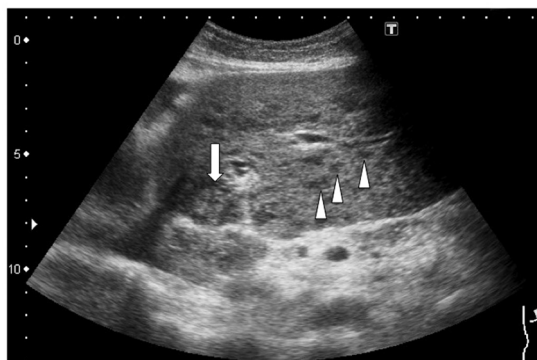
腹部エコーでは、肝実質はモザイク様（矢頭）であり、CTと一致した部位に転移巣と思われる腫瘤影（白矢印）を認めた。
